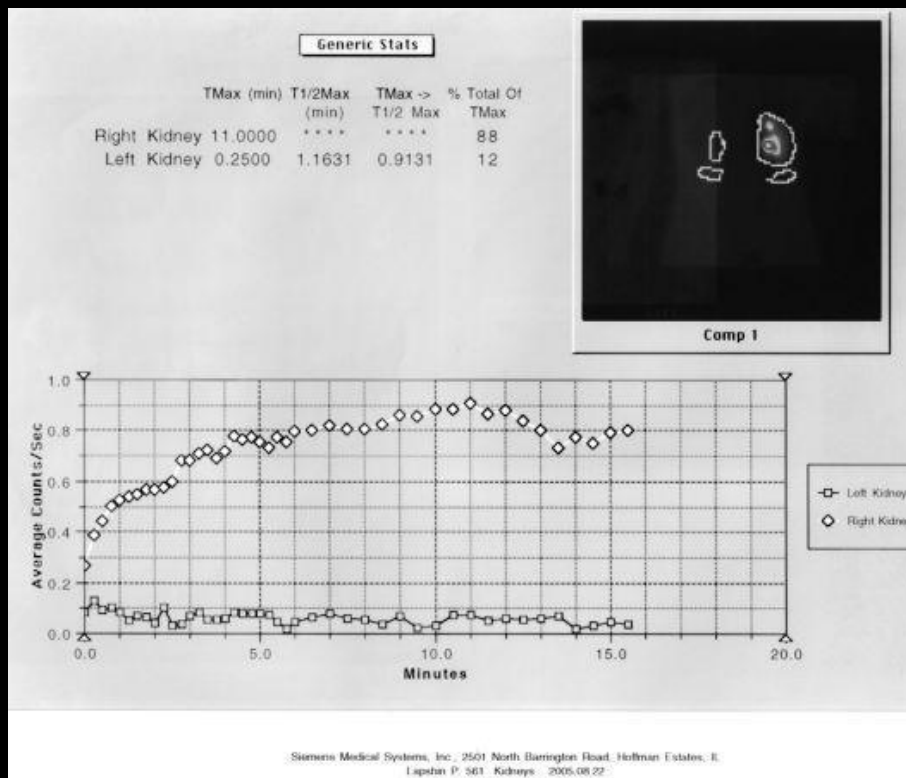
Нефросцинтиграмма - агенезия левой почки (Куликова Т. Н. Атлас детской урологии)
